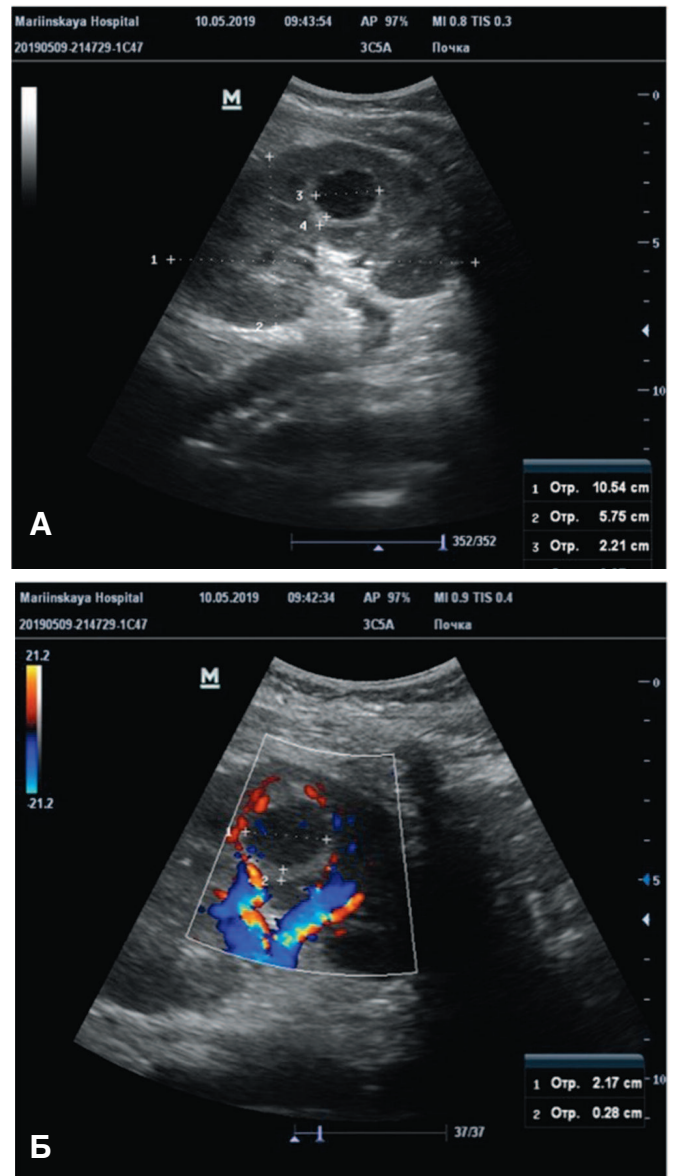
А,В. УЗИ почек больной А., 21 год. А) Визуализируется образование средней трети левой почки; Б) При доплерографии образование не кровоснабжается
